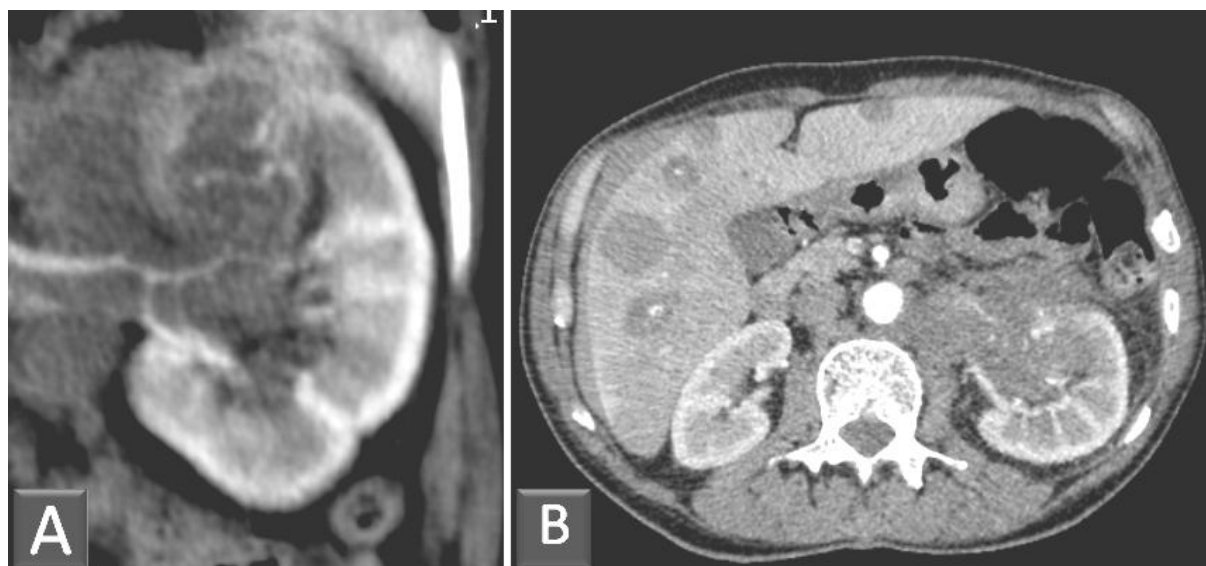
Reconstructions coronales en MIP (A) montrant l'artère prépyélique à cathétériser. B : coupe axiale en TDM au temps artériel montrant l'envahissement vasculaire et des cavités excrétrices de la tumeur du pole supérieur du rein gauche.
